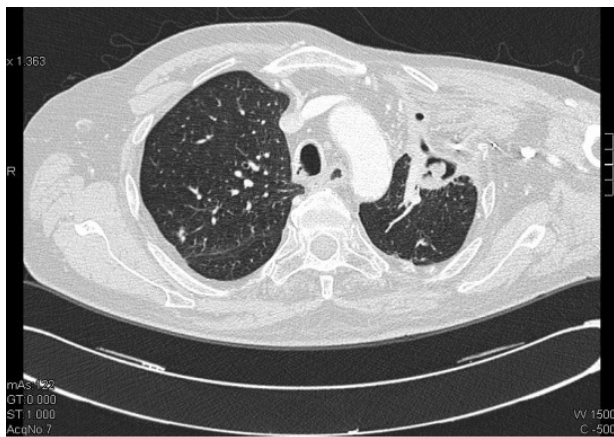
TC torace 2015-Formazione nodulare solida all'interno di cavo aereo lievemente ridotta.
